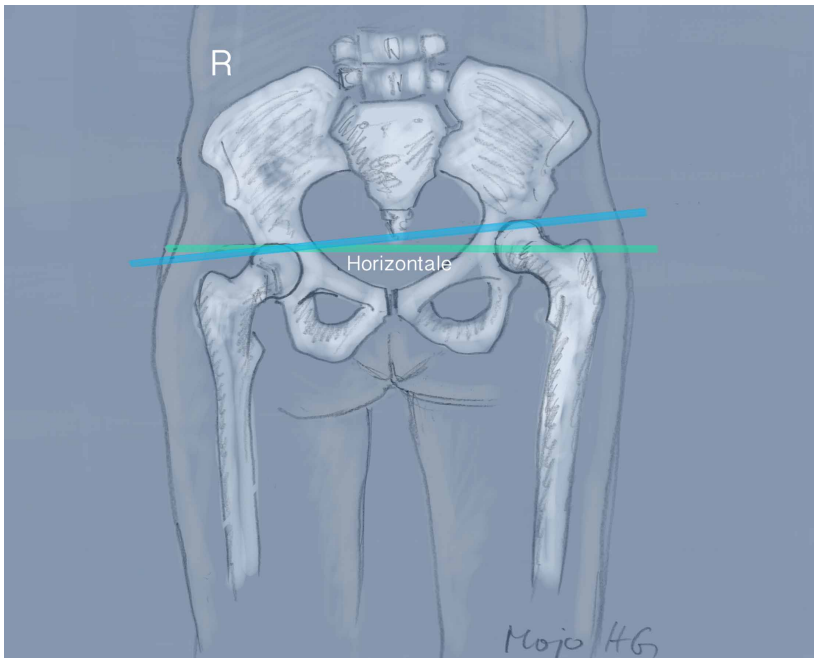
Röntgen-Aufnahme des Beckens im Stehen mit anatomisch längerem Bein links.
